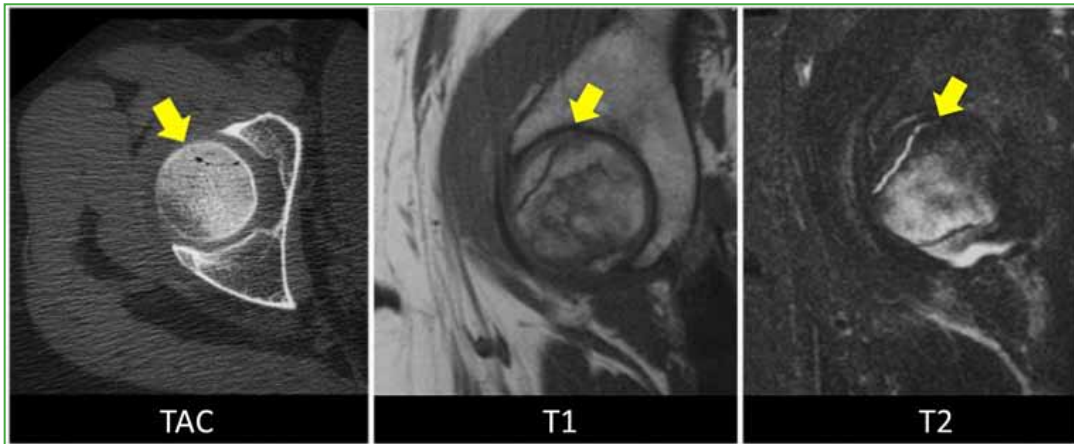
A. Tomografía computarizada con imagen lineal en forma de semiluna a nivel subcondral delimitando la zona de necrosis avascular. B y C. Resonancia magnética en secuencias T2 y T1, corte sagital. Se observa la misma imagen lineal en la cabeza femoral derecha que muestra aumento de señal y se acompaña de edema óseo.
